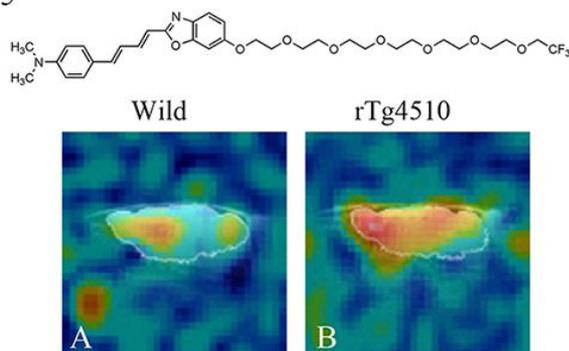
野生型マウス (A) と rTg4510 モデルマウス (B) に 200 mg/kg の Shiga-X35 を投与して 7 テスラ MRI で画像化した。
